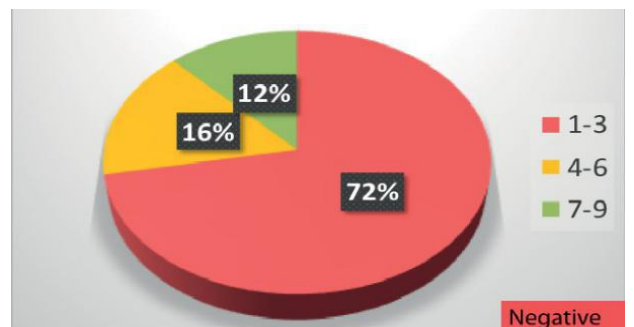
Delphi：在 RARS 的诊断中：如果内镜检查无明显异常，在急性发作期间（或之后不久）是否需要进行鼻窦 CT 检查？
